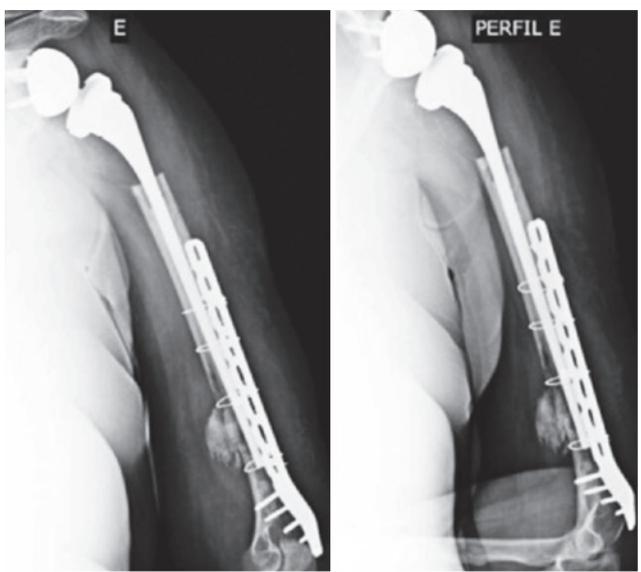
Radiografia do braço esquerdo evidenciando artroplastia reversa do ombro esquerdo e osteossíntese com placa posterolateral na região distal do úmero esquerdo.
